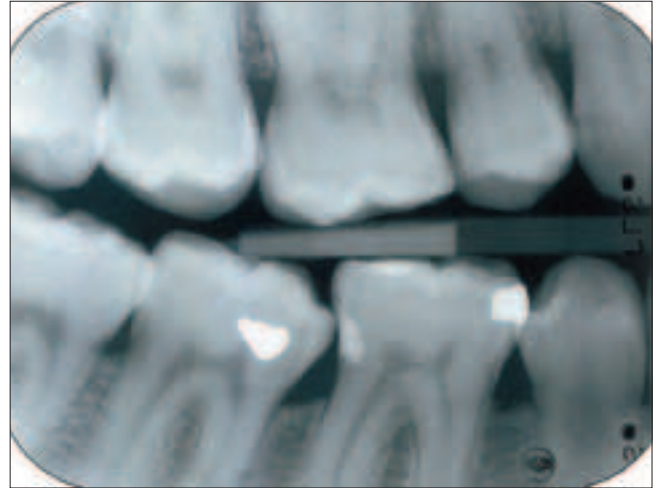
Bitewingaufnahme 18 Monate nach Legen der Füllung. Die feine Luftblase innerhalb des Füllungsmaterials ist zwar klinisch nicht relevant; sie zeigt aber, wie schwierig ein lunkerfreies Füllen von Mikrokavitäten ist.
